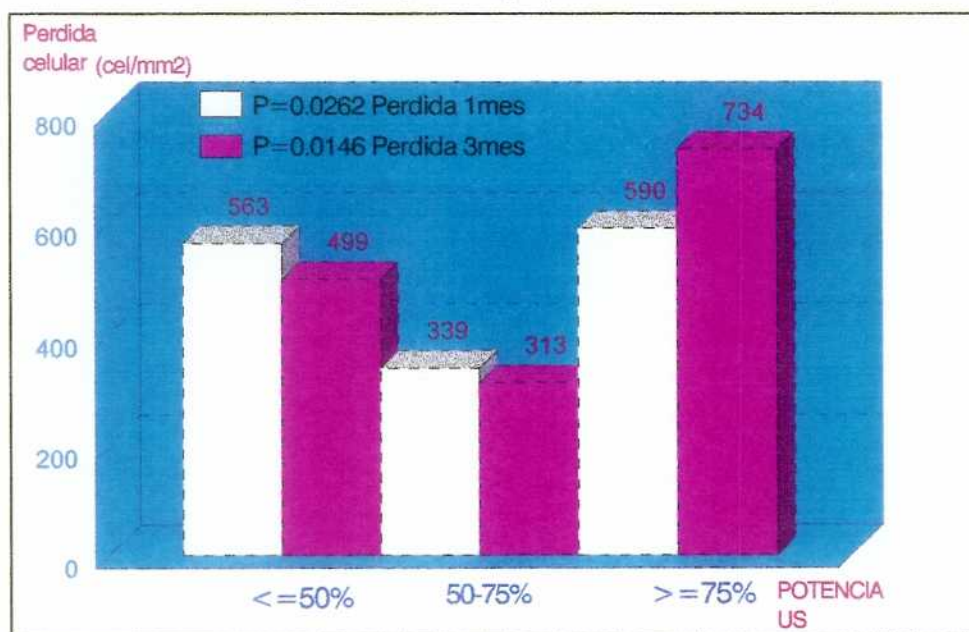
Relación entre la pérdida de células endoteliales (cifras absolutas) y la potencia de ultrasonido. Vemos diferencias estadísticamente significativas entre los tres intervalos de potencia de ultrasonido en cuanto a dicha pérdida celular tanto al primer mes como al tercero.
